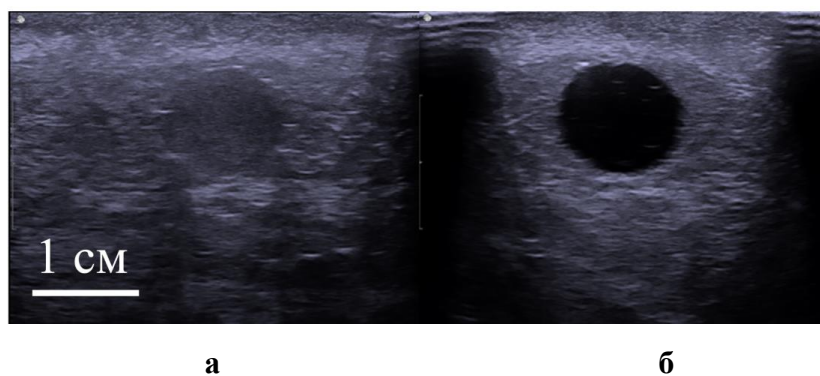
Ультразвуковые изображения очагов поражения в эластографическом варианте фантома, полученные на ультразвуковом сканере BK Specto Ultrasound: а – очаг с эхогенностью 3-го уровня; б – очаг с эхогенностью 1-го уровня
